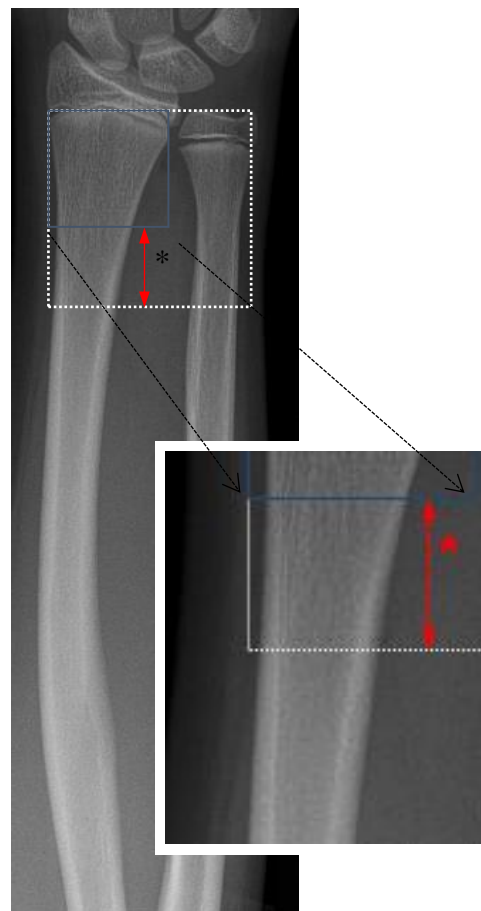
Dia-metaphysärer Übergang im Röntgenbild eines 12-jährigen Jungen. Vergrößerter Ausschnitt zeigt die progressive Zunahme der Kortikalisstärke im Bereich des dia-metaphysären Übergangs.
